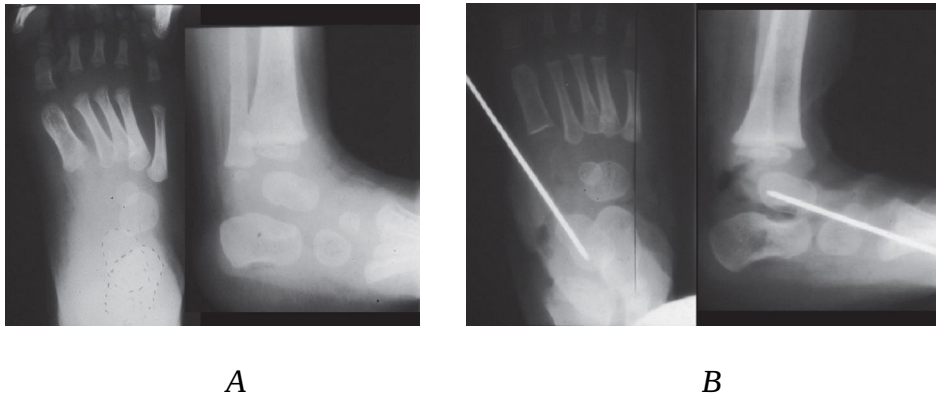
Contrôle radiographique peropératoire d'un PBVE opéré (29) :
